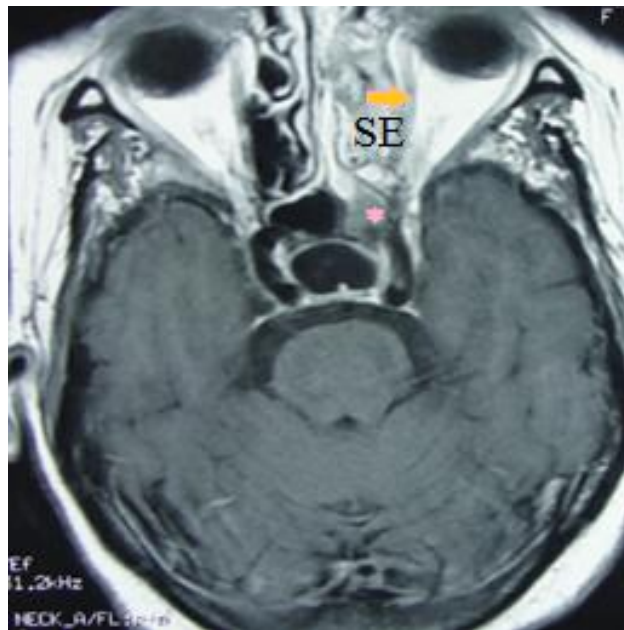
IRM massif facial en coupe coronale qui met en valeur l'aspect iso signal hétérogène des cellules éthmoïdales (SE) antérieures et postérieures ainsi que de la composante intra-orbitaire (flèche) avec un aspect hyposignal du sinus sphénoïdal homolatéral (étoile) témoignant d'un comblement rétionnel [Imagerie du CHU HassanII].
